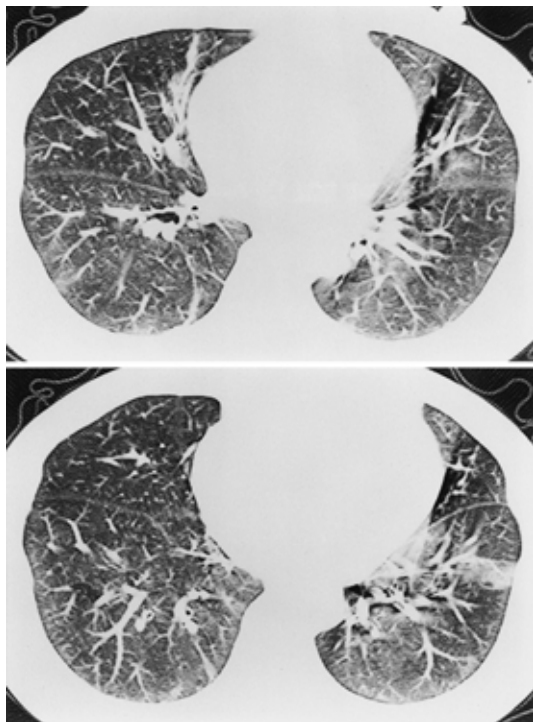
Chest CT film obtained on 1 November, showing ground-glass-like opacities and linear shadows, and irregular bronchovascular bundles.
